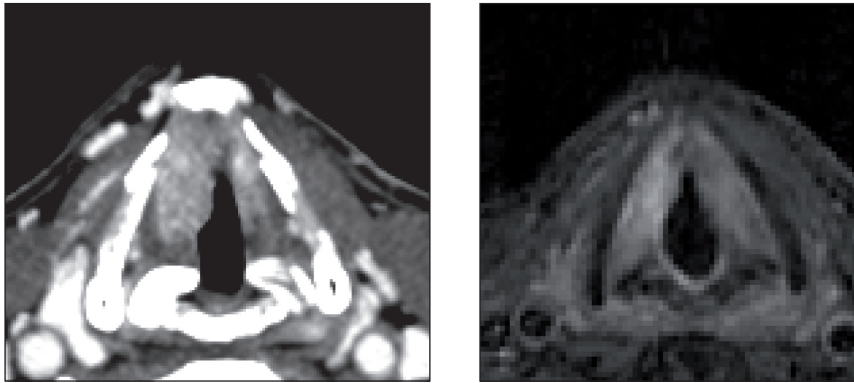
Coupe axiale dans le plan des CV en scanner (fenêtre parties molles) et en IRM T1 gadolinium FS. Le scanner montre une atteinte de la moitié antérieure de la CV droite, de la commissure antérieure et de l'aryténoïde droit. L'IRM montre une lésion de la CV droite. Les cartilages thyroïde et cricoïde ne sont pas envahis.
